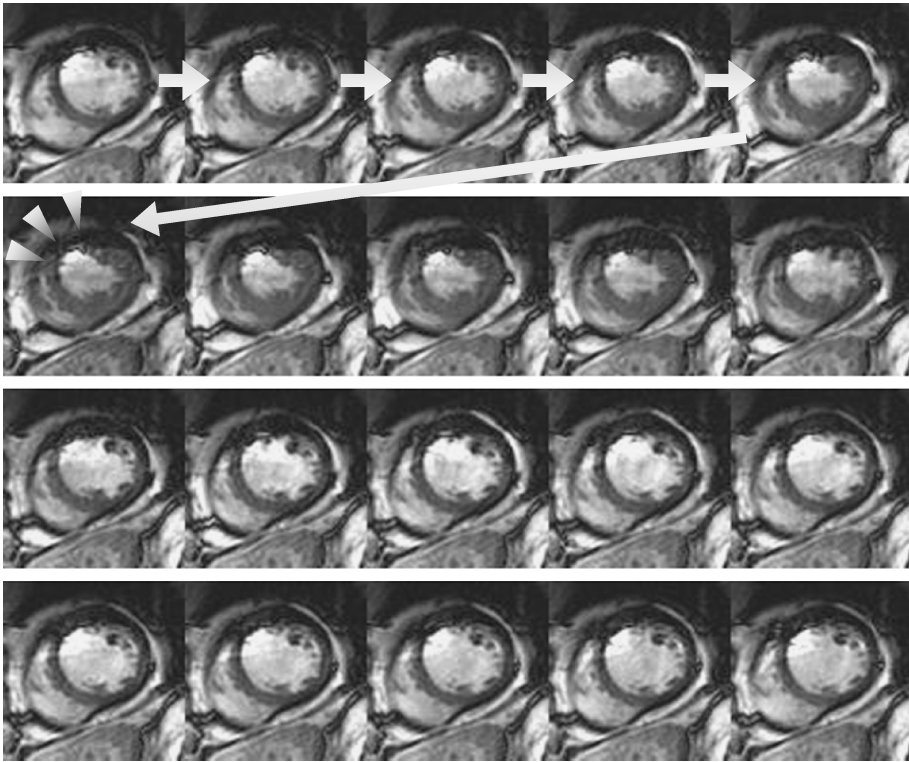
Case of old myocardial infarction (case # 3). Serial images of mid-ventricular short axial movies obtained with FIESTA CINE imaging by 3T MRI. The movies show anteroseptal hypokinesis (arrowheads).
